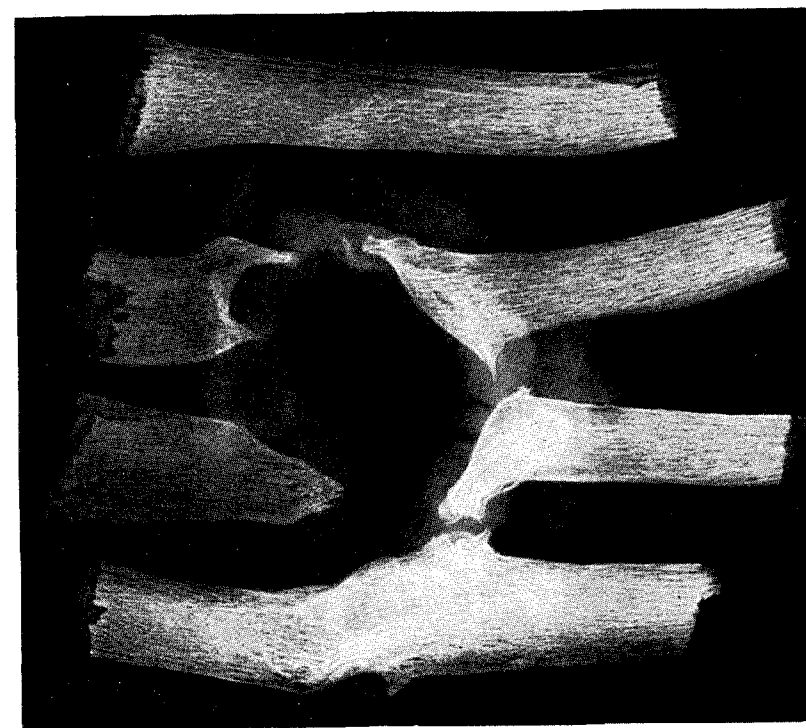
Полное костно-фиброзное кольцо, в центре которого открывался свищ. Рентгенограмма удаленных частей ребер.
